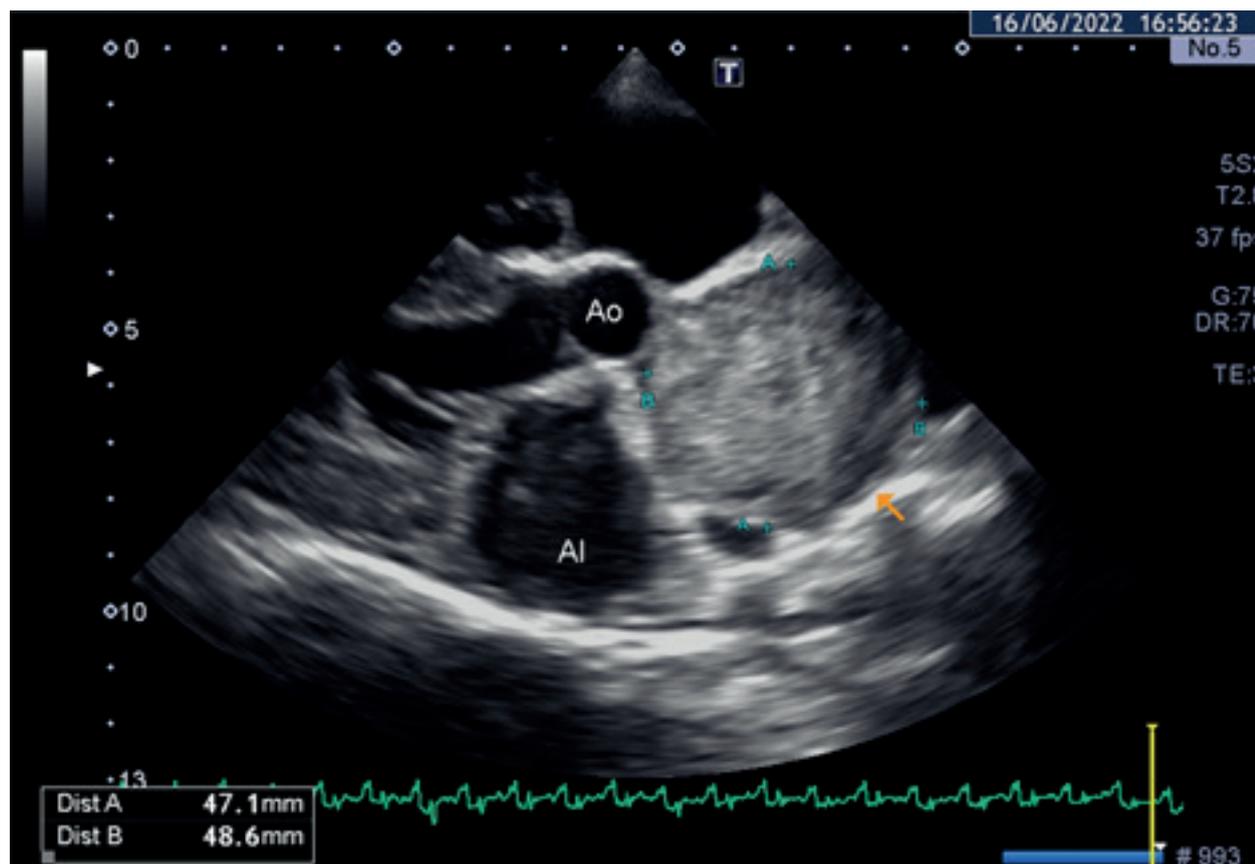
Ecocardiografía de masa cardíaca. Corte longitudinal paraesternal derecho, modificado para optimizar masa cardíaca redondeada situada a nivel de la base aórtica. Por su localización, compatible con tumor de base aórtica. Aorta (Ao), Atrio izquierdo (Ai)
